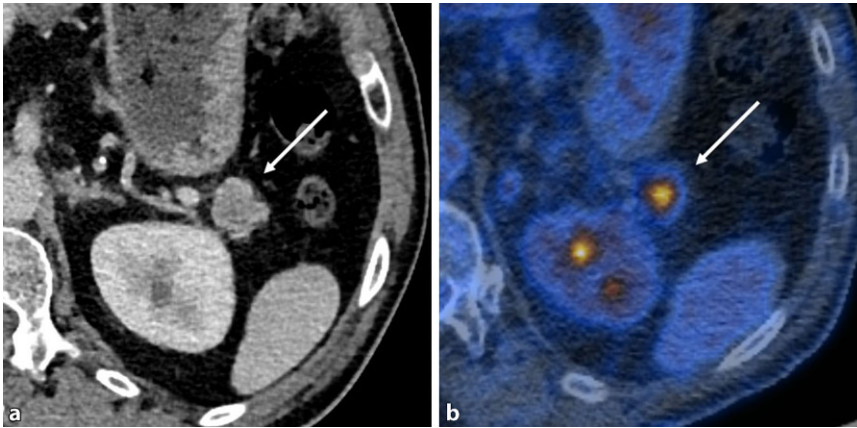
▲ Pankreaskarzinom in der Cauda pancreatis (Pfeil) bei einem 77-jährigen männlichen Raucher mit 66 pack-years. a In der Computertomographie (CT) ist die Läsion in der portovenösen Phase zum umliegenden Pankreasparenchym gering hypodens. b In der Positronen-Emissions-Tomographie/Computertomographie (PET/CT) zeigt sie metabolische Aktivität
